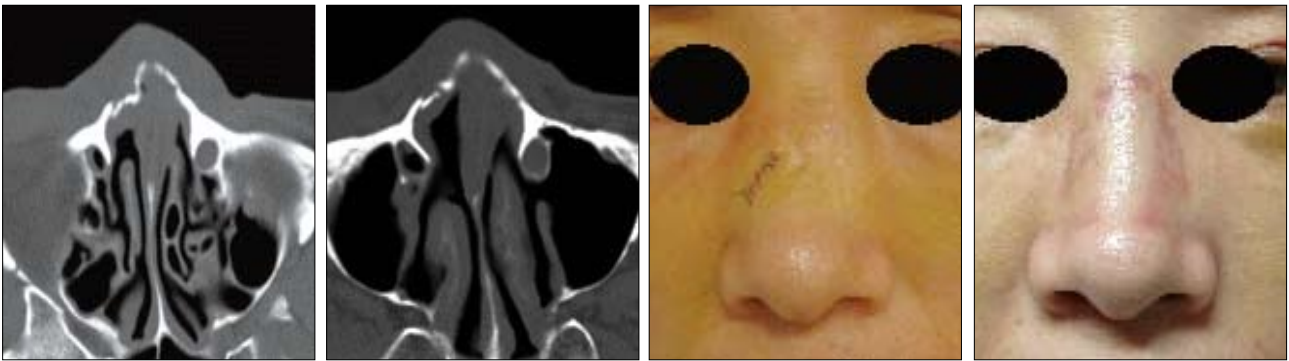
Difficult case of nasal bone fracture: Unilateral Nasal bone fracture expecting delayed nasal bony deviation. (Left) Preoperative computed tomography (CT) showing nasal bone fracture confined to the right nasal wall. (Left, center) Postoperative 2 months CT showing symmetric nasal wall by contralateral lateral osteotomy performed in corresponding manner to the right nasal bone fracture. (Right, center) Preoperative clinical photo of vivid depression on the right nasal wall. (Right) Postoperative 2 months clinical photo of smooth nasal contour.
